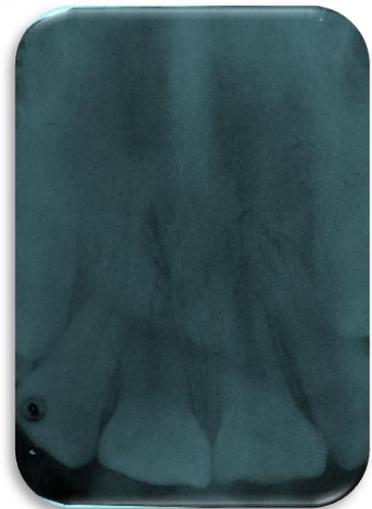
Radiografía periapical diente 21
